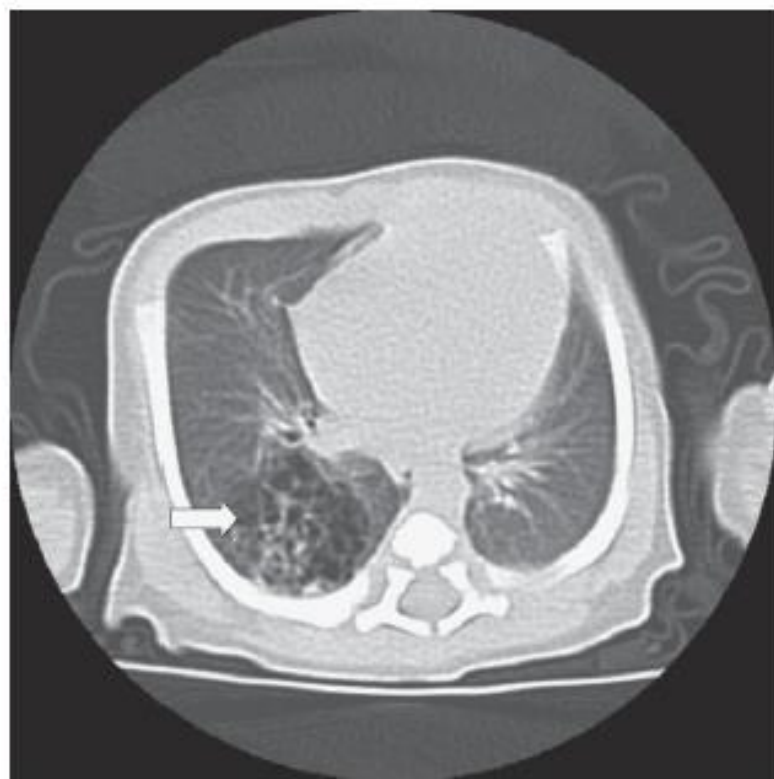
TAC torácico: Imágenes quísticas aéreas en LID < 1 cm, con cierta expansión de dicho lóbulo, compatible con malformación pulmonar de vía aérea.
